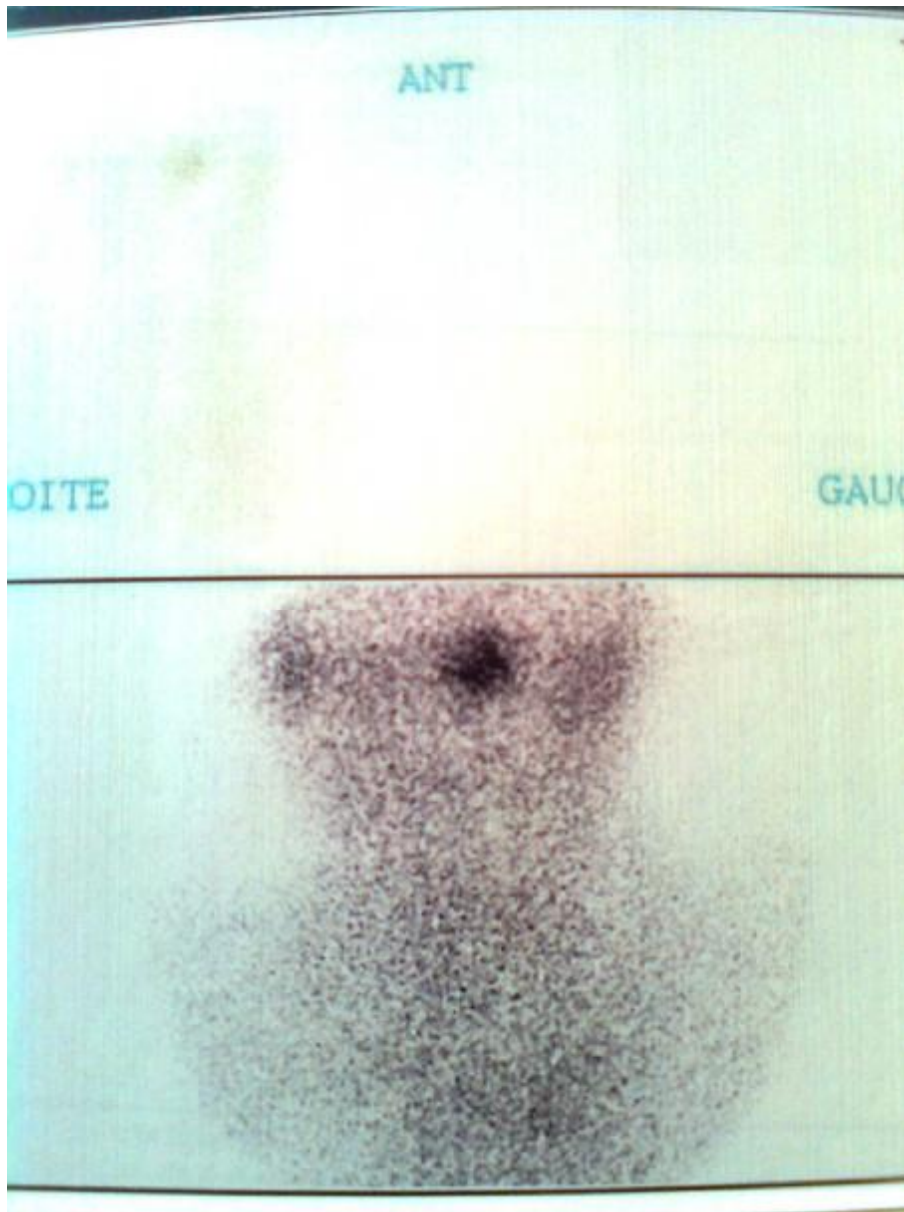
scintigraphie thyroïdienne d'un malade ayant une hypothyroïdie congénitale; montrant une ectopie de la glande thyroïde en sublingual:
